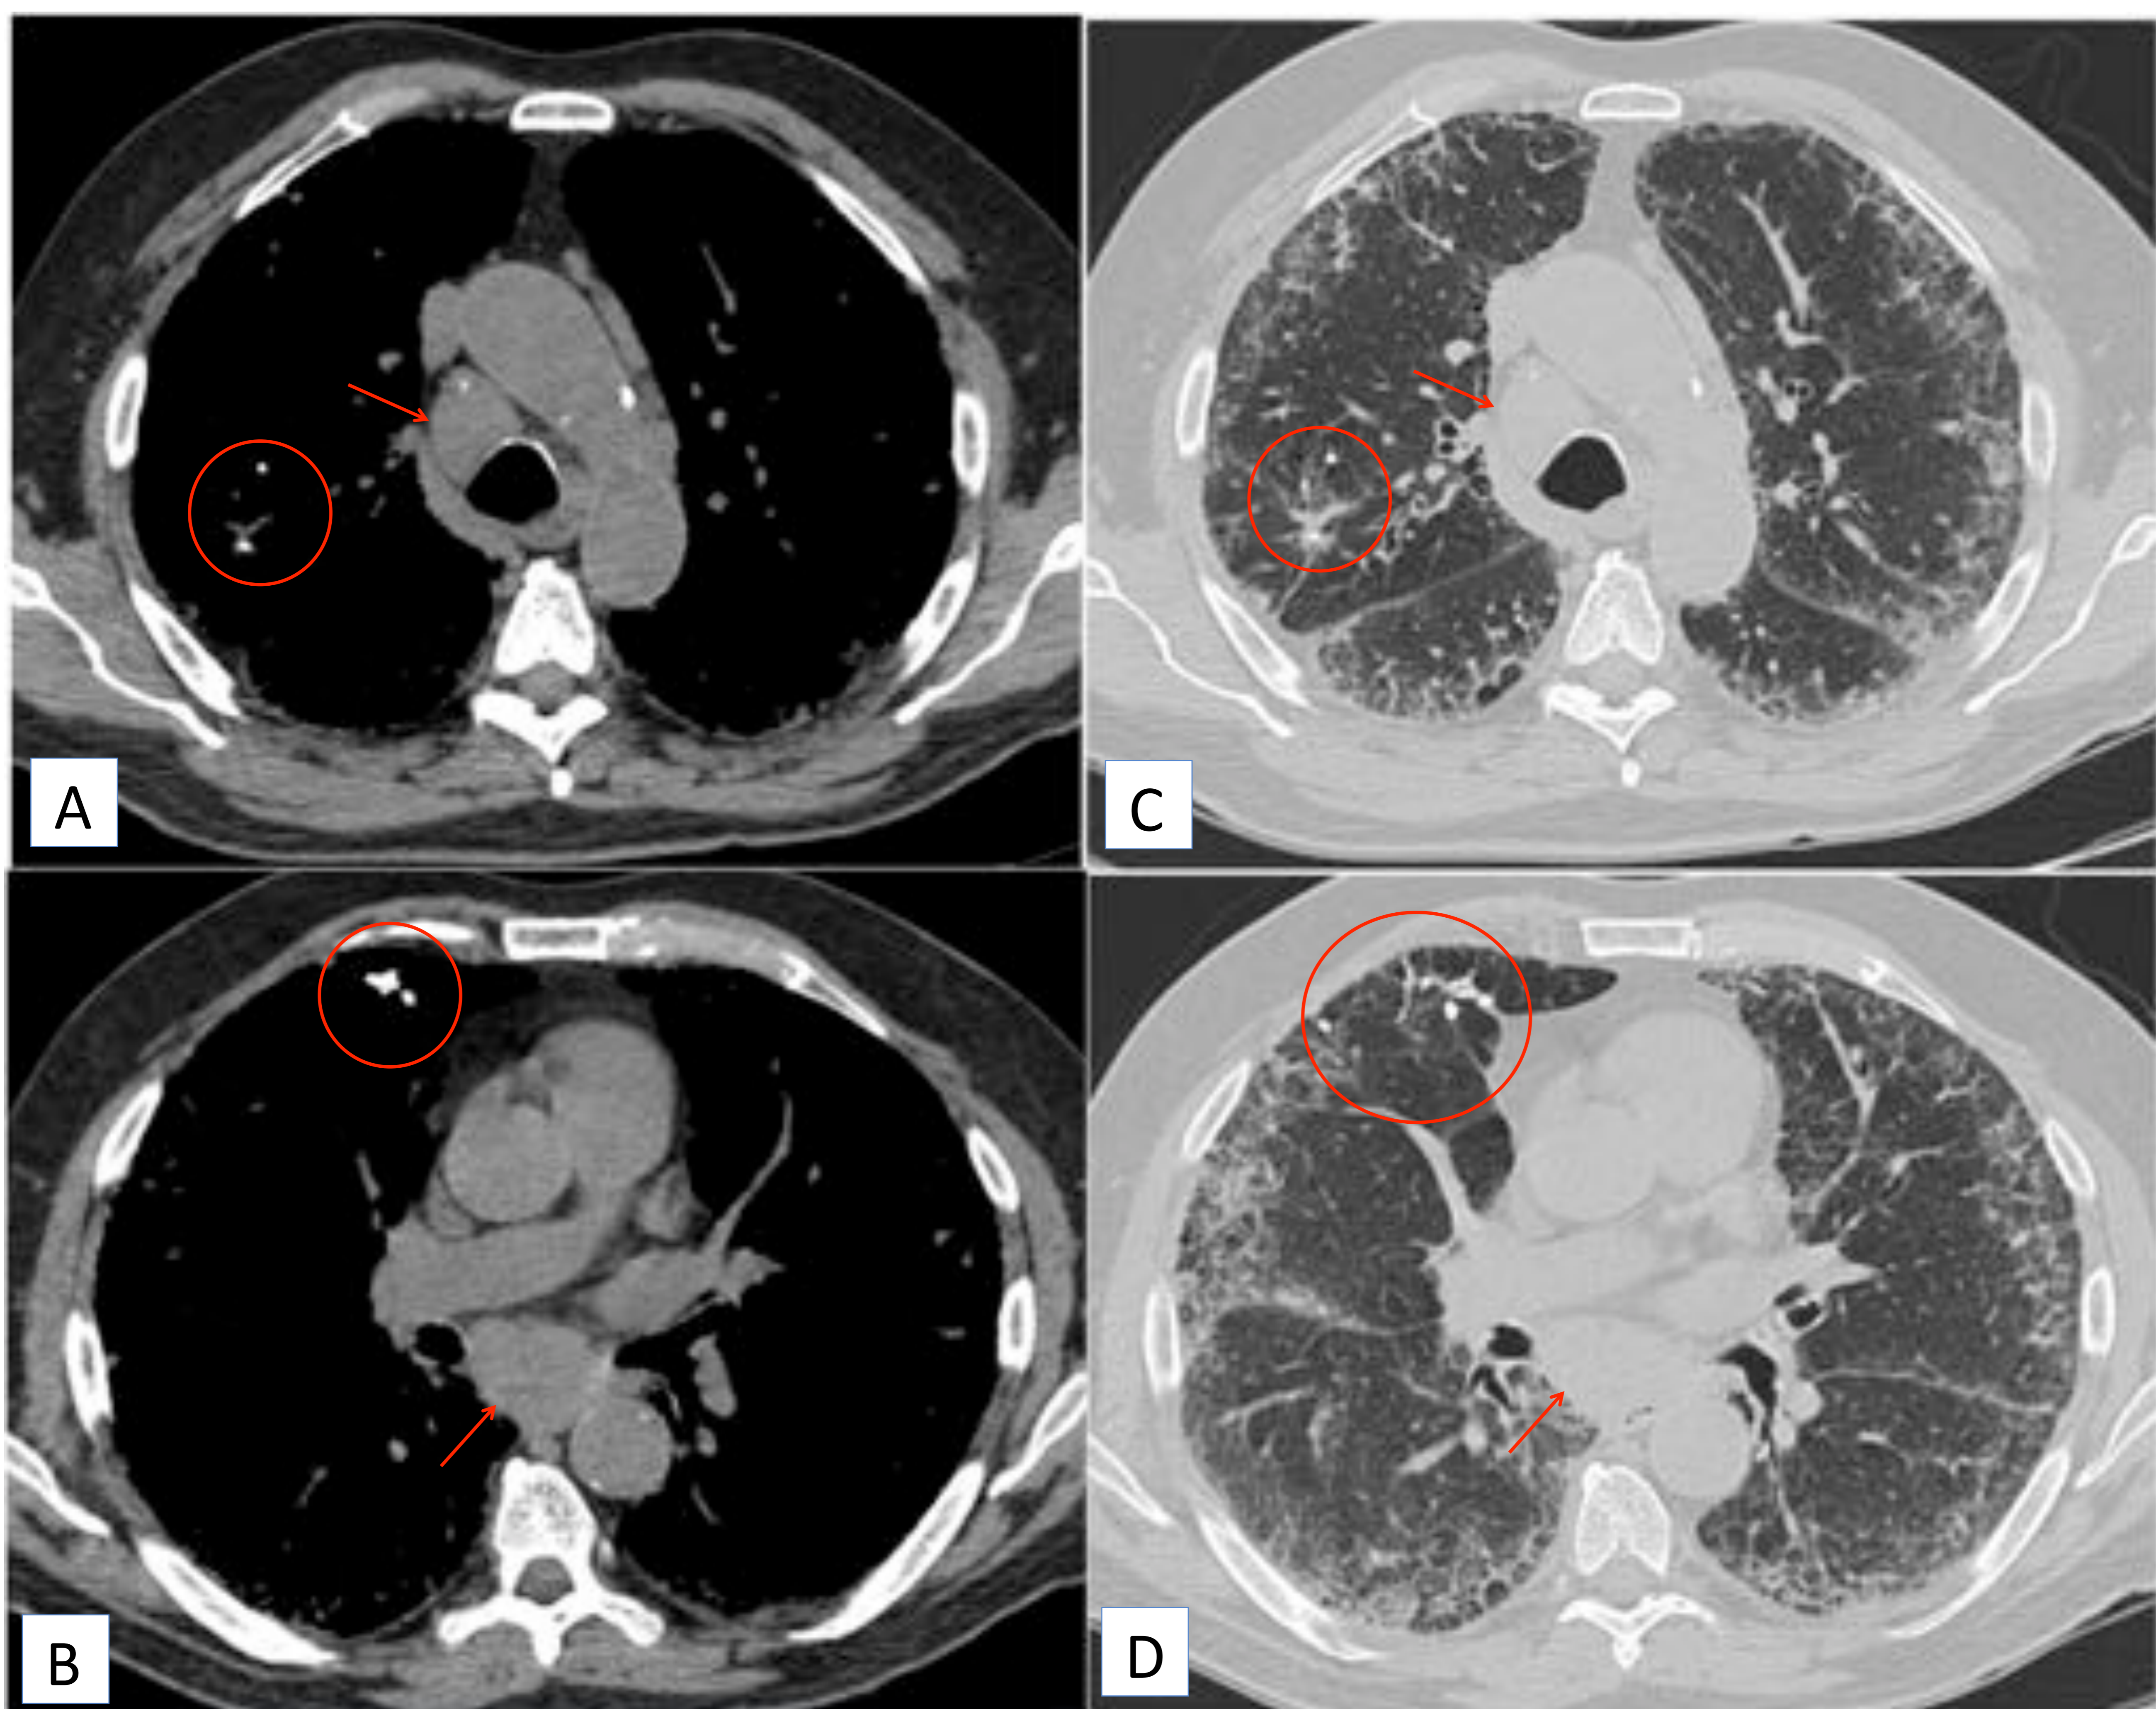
TC de tórax en paciente con patrón NIU y diagnóstico de FPI. Imágenes en plano axial en ventana de partes blandas (A y B) y ventana de parénquima pulmonar (C y D). Se observan adenopatías mediastínicas de tamaño significativo (flechas rojas) y focos de calcificación en el pulmón derecho (círculos rojos). Existen opacidades reticulares subpleurales y algunas zonas de patrón en panal, junto con áreas de aumento de densidad en vidrio deslustrado (C y D).
